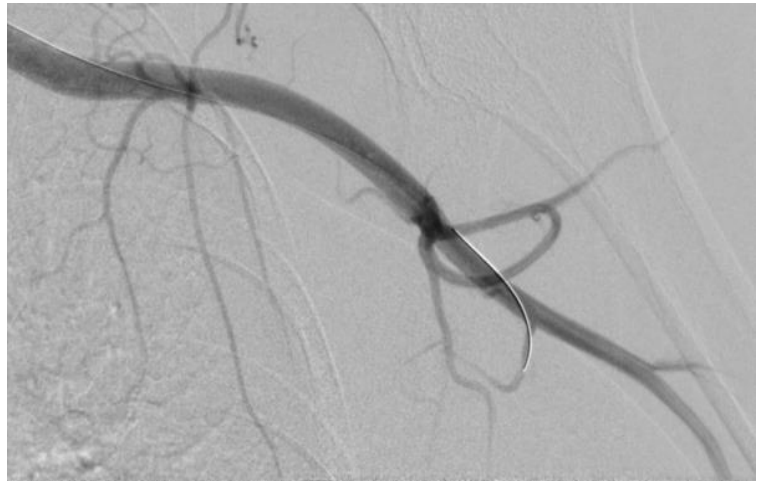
Контрольна рентгенконтрасна ангіографія хворого Є. Заповнення гілок лівої ПкА в повному об'ємі.
